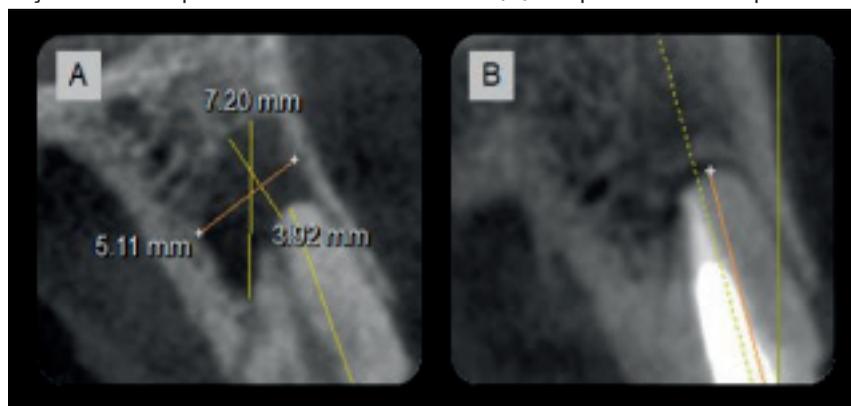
Radiografia inicial da unidade 22 (A) e radiografia final do tratamento endodôntico da unidade 22 (B).
